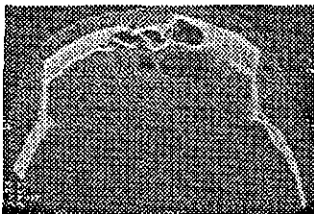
TAC. de cráneo simple del seno frontal, en la que se aprecia fractura multifragmentaria con hundimiento de los fragmentos óseos y presencia de neumoencefalo.
